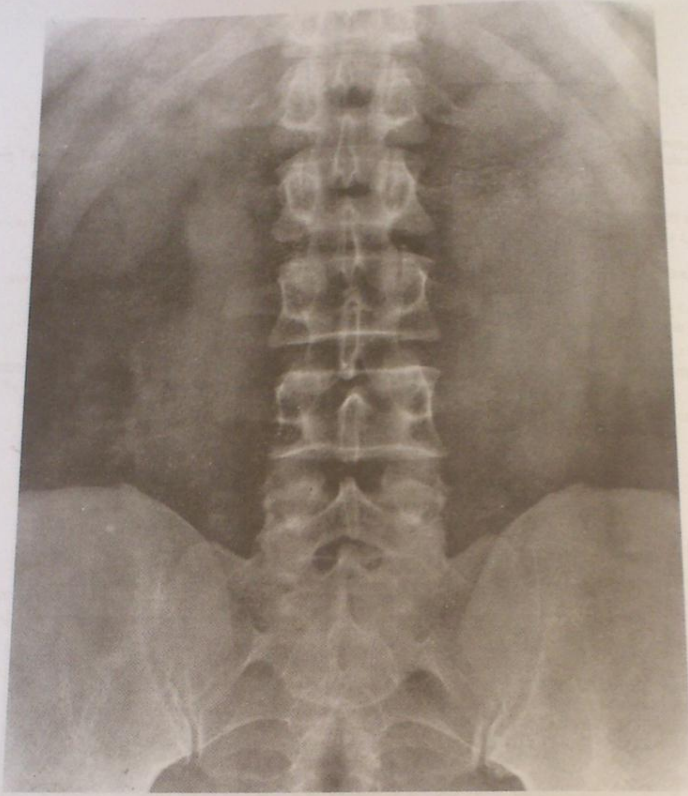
Anteroposterior radiograph of the abdomen.
